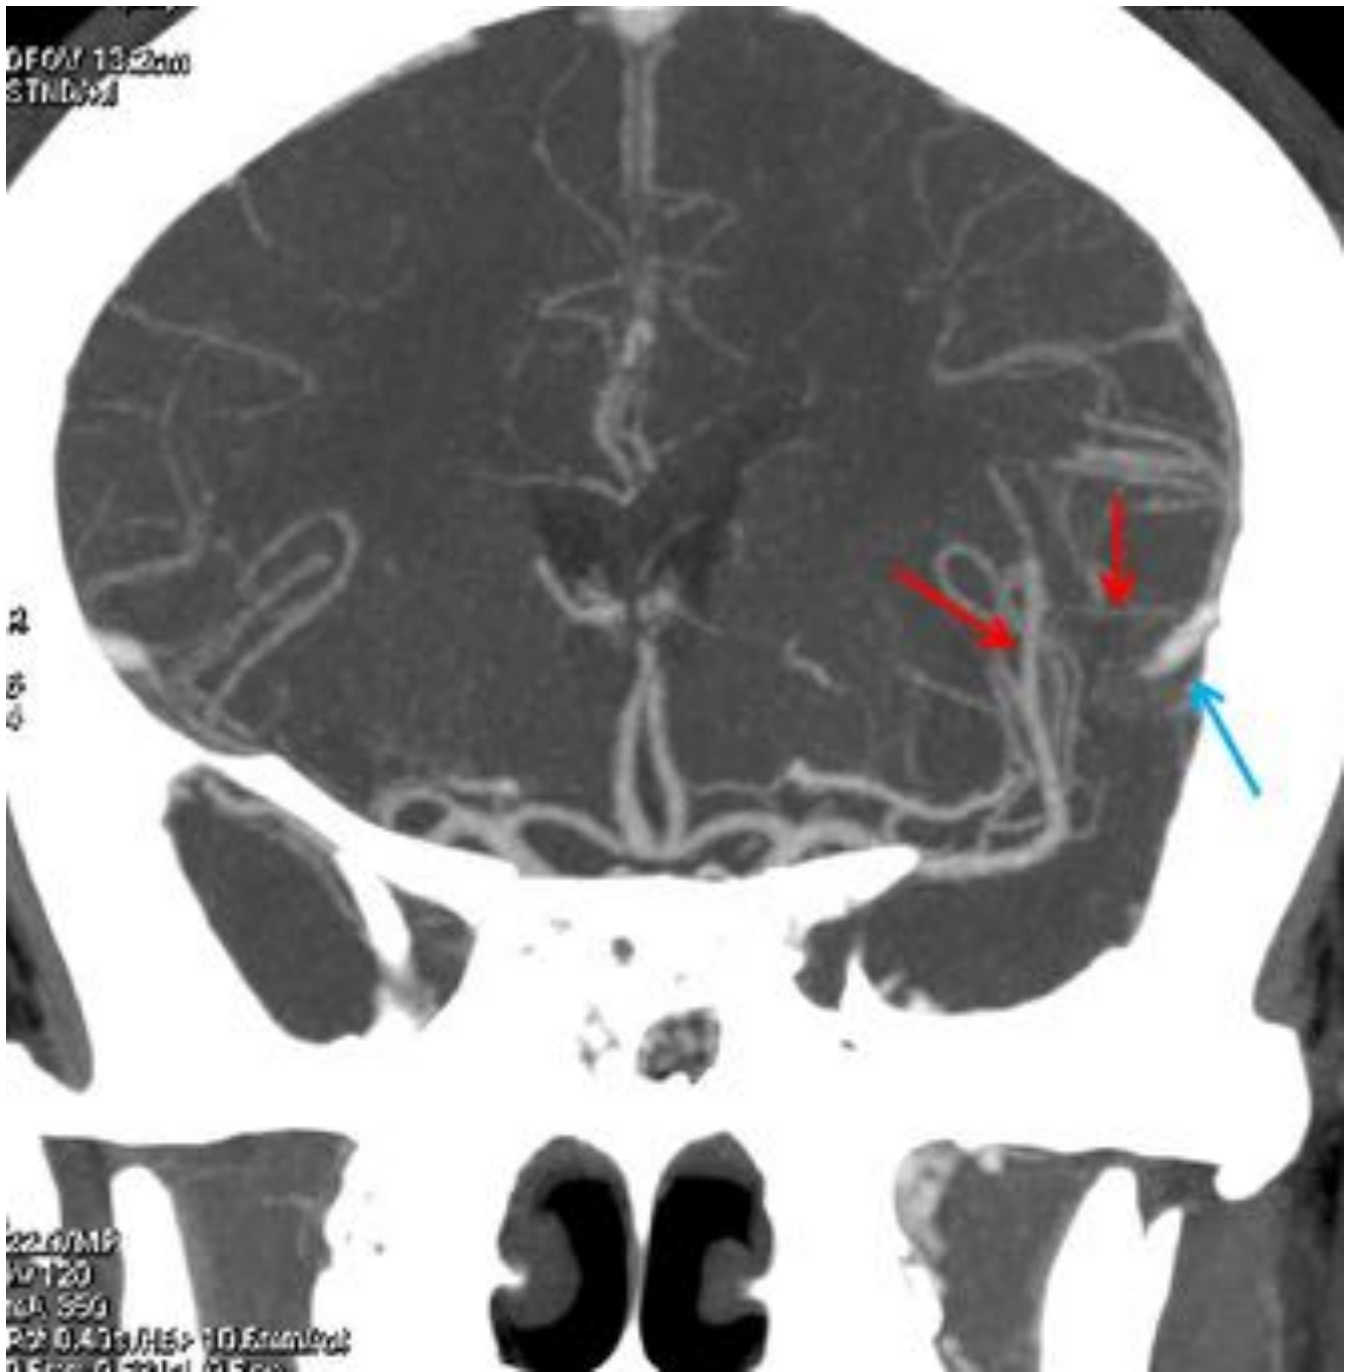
Caso 5. Paciente con afasia y hematoma intraparenquimatoso. En la posterior revisión del Angio-TC se identifican la arteria aferente (flecha roja) dependiente de la división superior de la cerebral media izquierda que drena a la vena de Labbé ipsilateral, dilatada (flecha azul).
